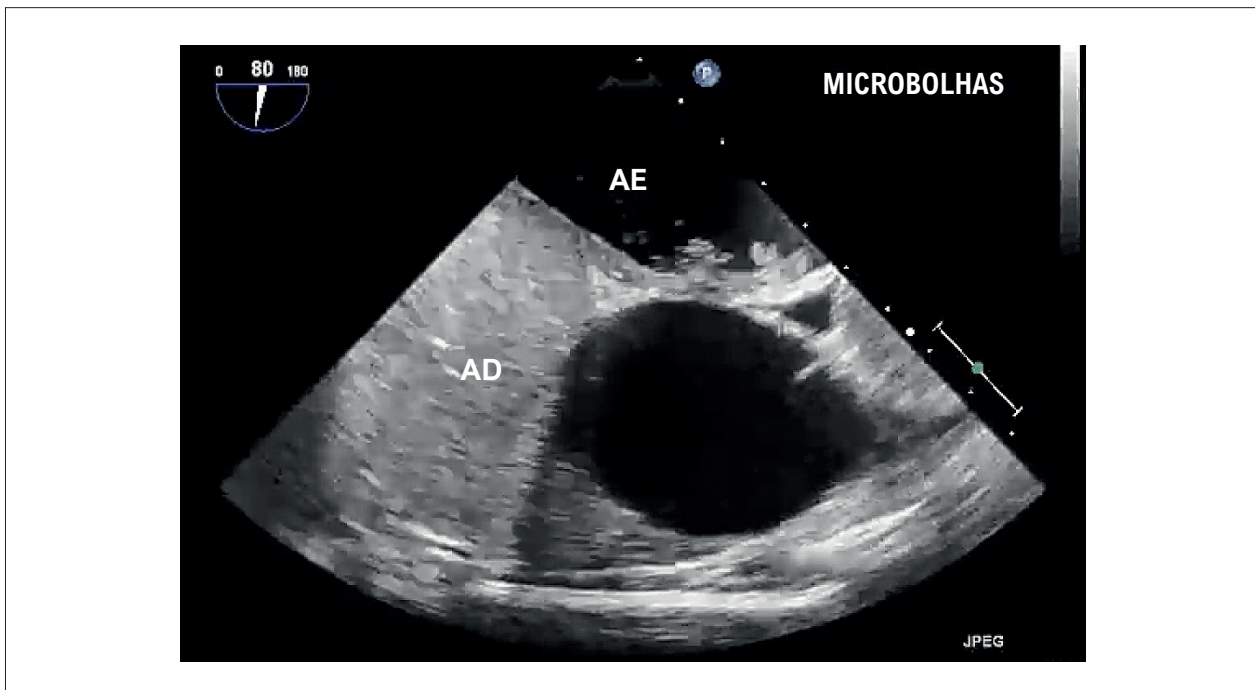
Ecocardiografia transefágica demonstrando opacificação do AD após a infusão de contraste com solução salina agitada por acesso venoso periférico, com passagem precoce de microbolhas para o AE através de FOP. AD: átrio direito; AE: átrio esquerdo; FOP: forame oval patente.
